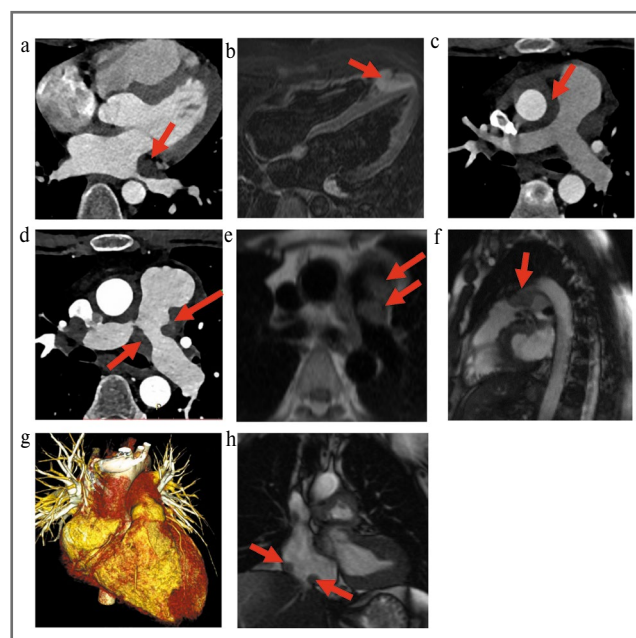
Локализации инфильтратов в области сердца и крупных сосудов у пациента К. (данные КТ и МРТ):
